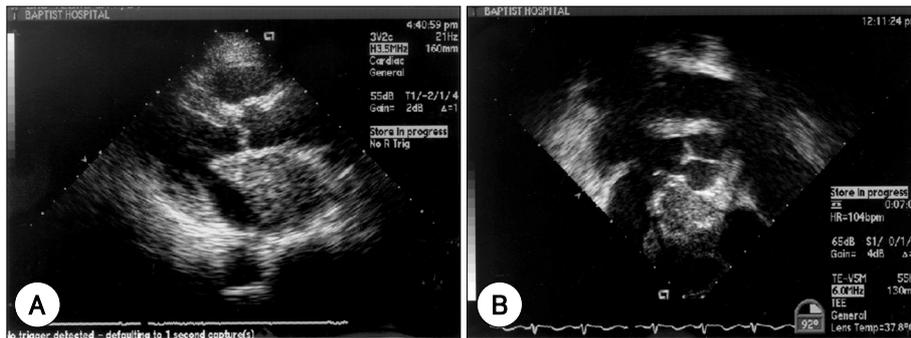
Echocardiographic findings. Transthoracic parasternal long axis view (A) demonstrate that a huge mass full-filled the left atrial cavity. Transgastric long axis view (B) show large mass at LA and appendage with prolapsed anterior mitral leaflet, thickened posterior leaflet.
